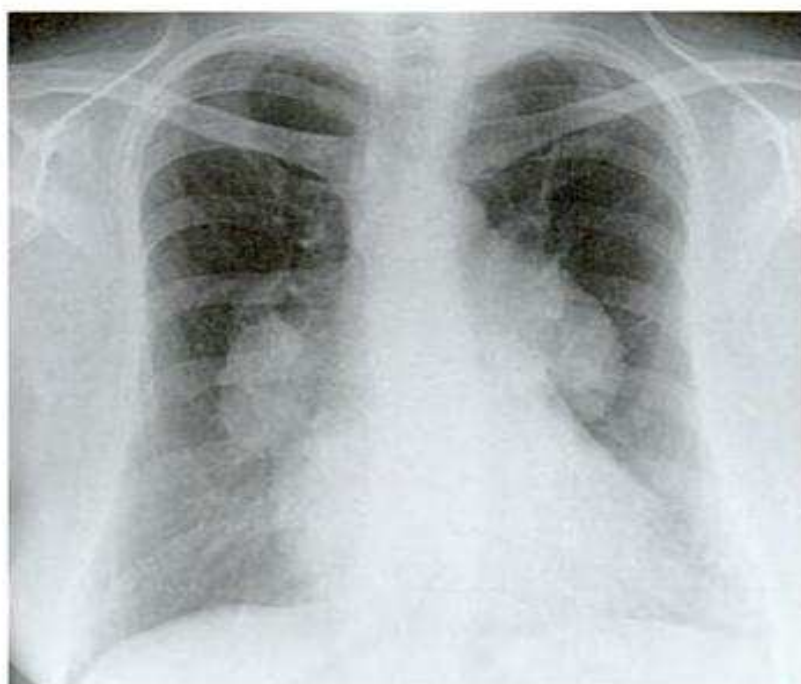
Communication interauriculaire. Tous les signes radiographiques visibles sont décrits dans le texte.
